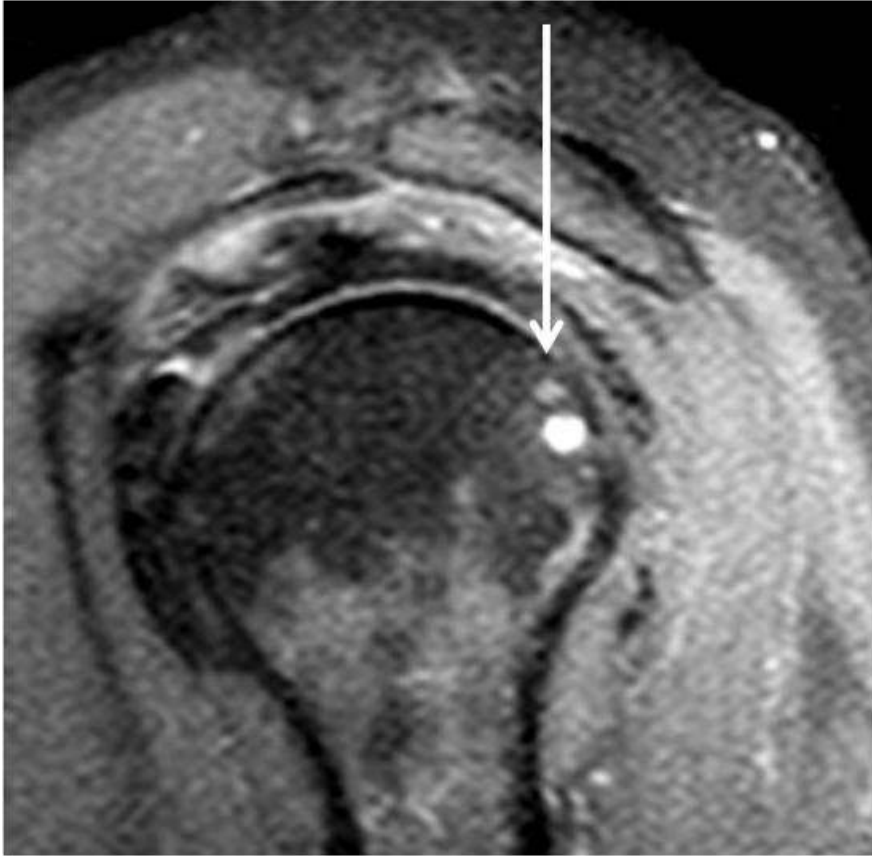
Büyük tüberkülmüda kistler. Sagital planda, PD TSE MRG görüntülerinde, supraspinatus ve infraspinatusta tendinozis olarak raporlanan hastanın büyük tüberkülmü anterioru (ok) ve posteriorunda (kesik ok) milimetrik multipl kistik görünüm.
